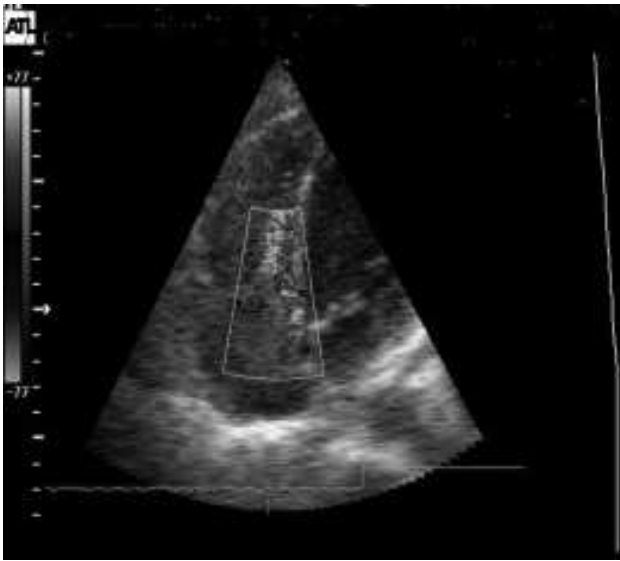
Flujo por doppler color que revela obstrucción al tracto de entrada del VD.
